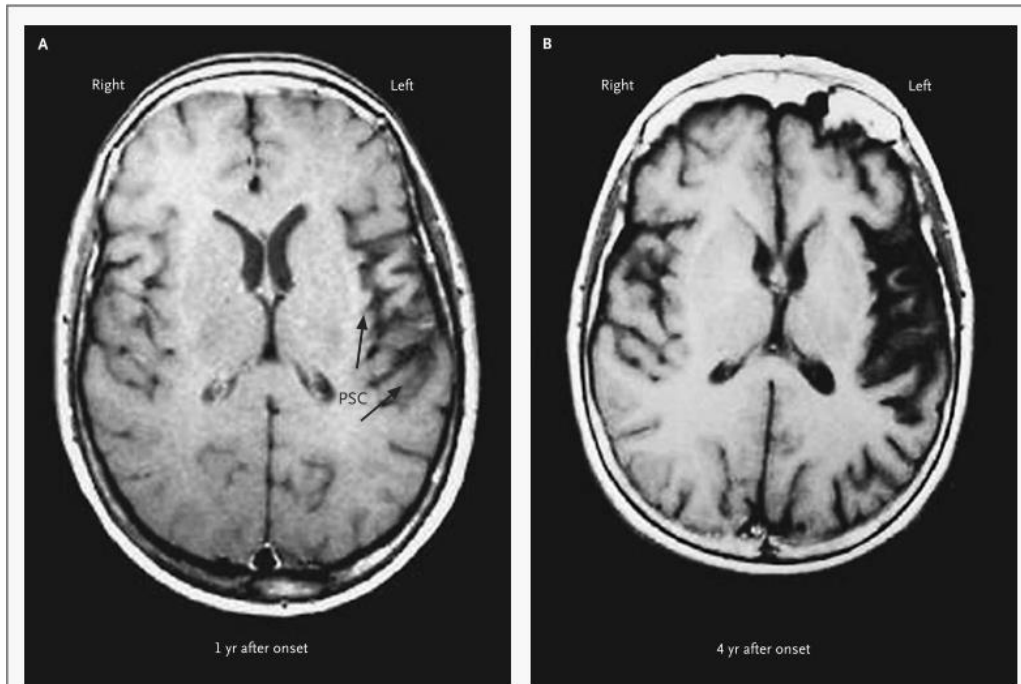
Magnetic Resonance Imaging Scans from a Patient with Primary Progressive Aphasia in Whom Symptoms First Developed at the Age of 61 Years.
